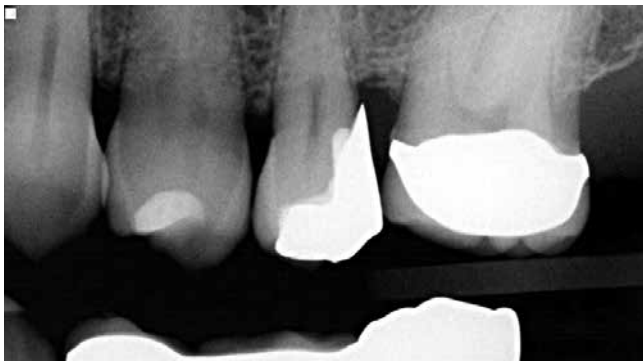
Problematisch war ein nur auf dem Röntgenbild sichtbarer, absteher zervikaler Rand.
